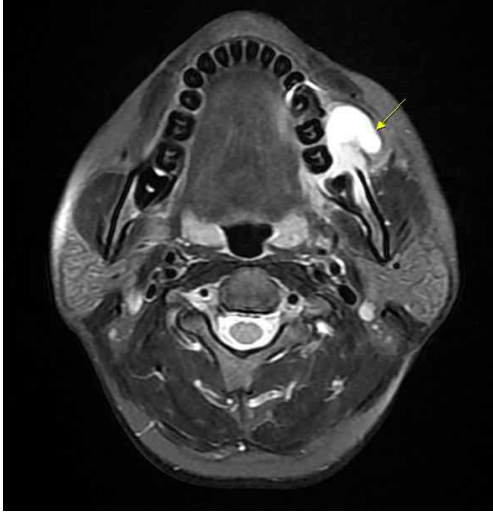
Horizontal view of Mandible (T2 Magnetic resonance image) is showing 3.5 X 2.7 X 2.5 cm ill-defined mass lesion in left lateral part of oral cavity.
